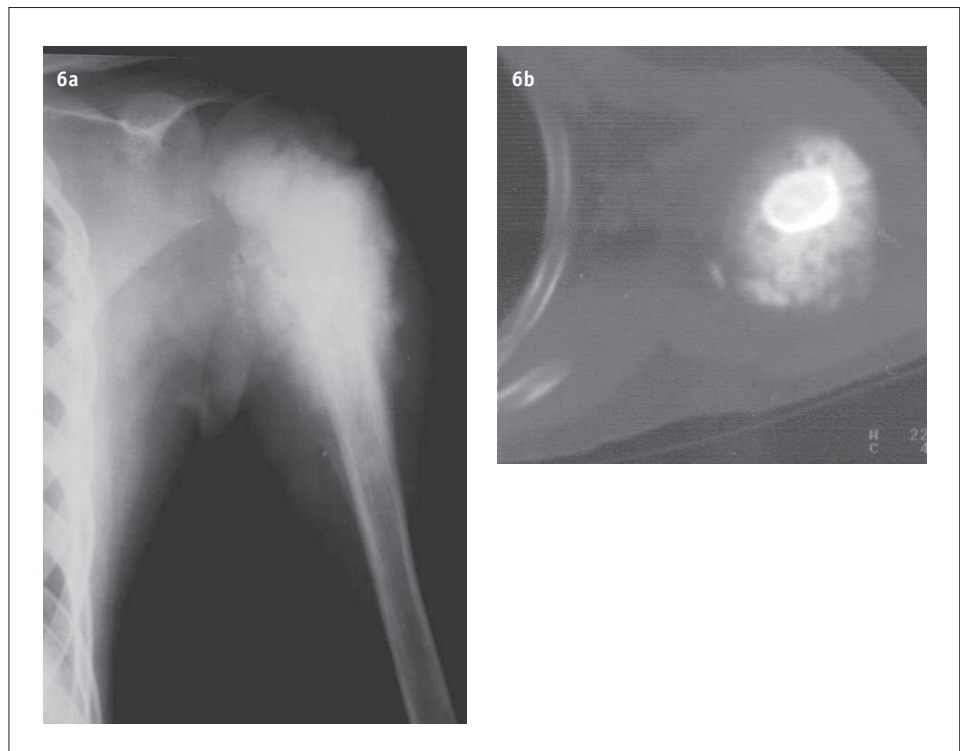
Axial CT – Ewing's sarcoma
